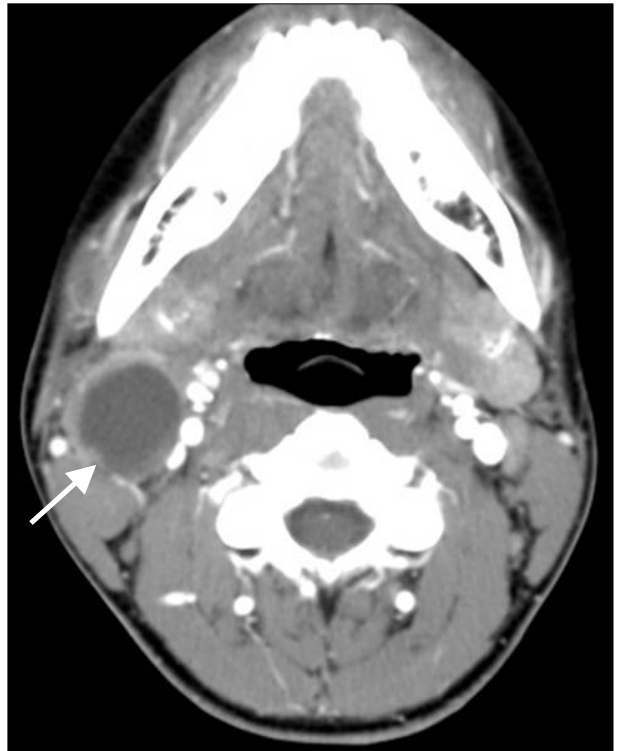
The second branchial cleft cyst : Neck CT Scan shows a right-sided cystic mass lateral to the carotid artery and jugular vein at the carotid triangle level (arrow).
